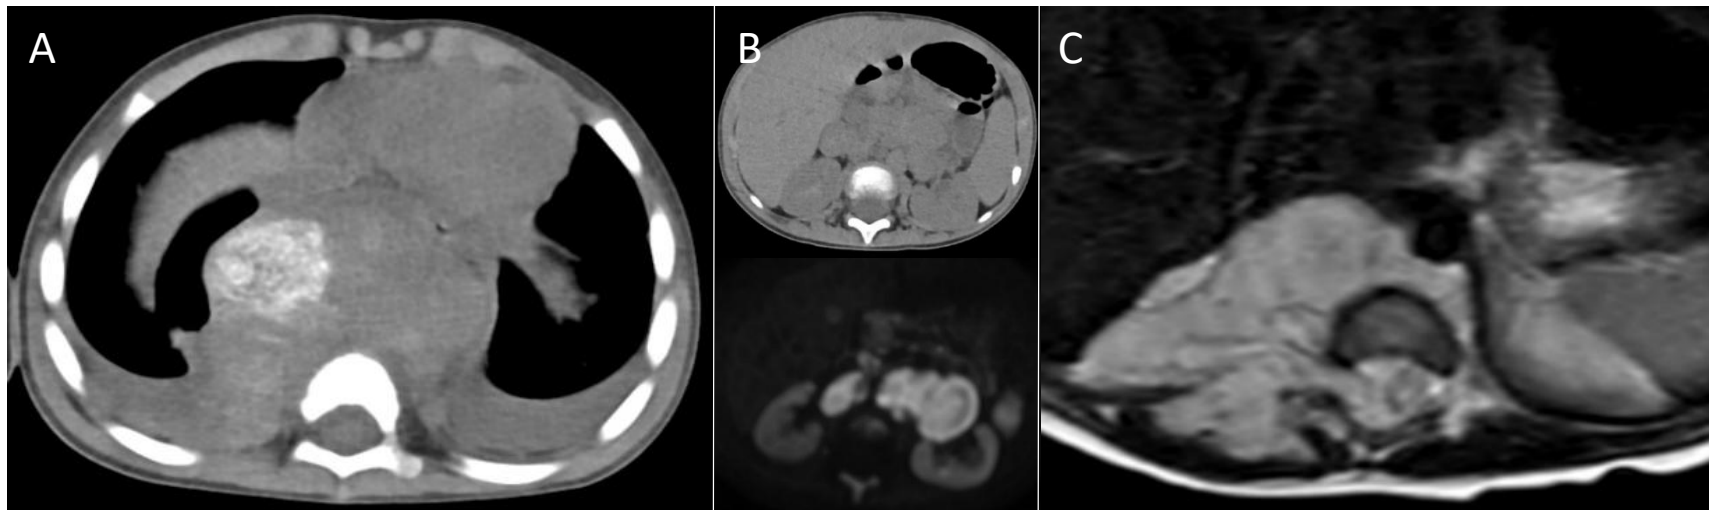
Neuroblastoma. *_TC sin contraste (4A) con voluminosa masa parcialmente calcificada tóraco-abdominal. TC sin contraste y secuencia DWI de RMN (4B) con extensa afectación adenopática retroperitoneal asociada. Secuencia T2 de RMN (4C) que muestra extensión de la masa hacia el canal medular*
